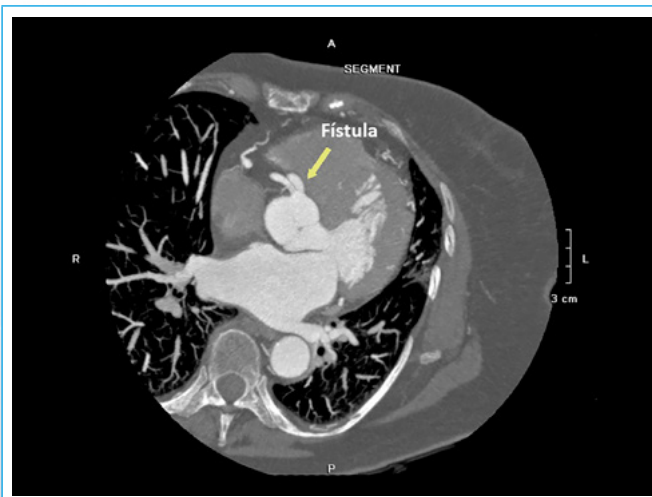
TC coronaria que muestra la salida de la fístula del seno coronario derecho
